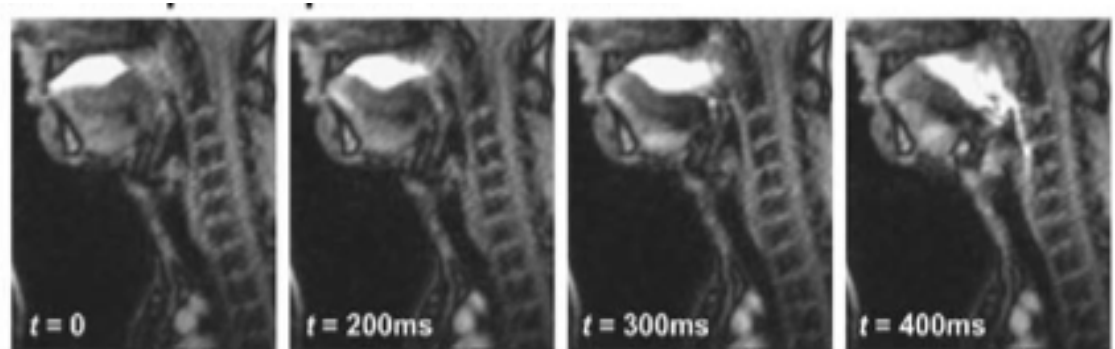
Mouvement de la langue pendant une déglutition. IRM dynamique avec une résolution temporelle de 100 ms avec $res = 1,7 \times 2,7 \times 11 \text{ mm}^3$ matrice = 128×82 , $T_R = 2,7 \text{ ms}$, $T_E = 1,3 \text{ ms}$ avec un facteur de réduction $R = 3$ (Breyer *et al.* 2009)
